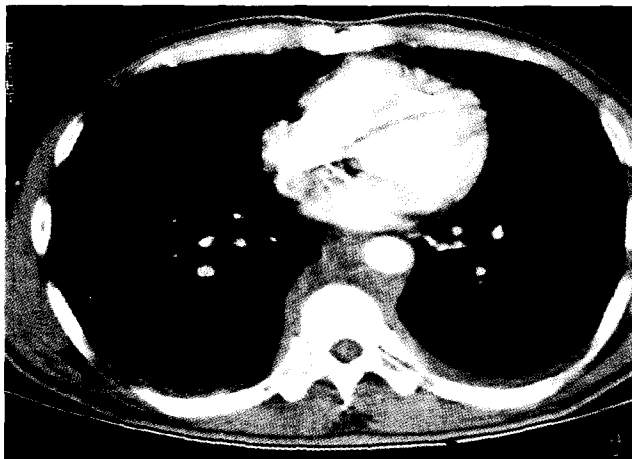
Chest CT demonstrate non calcified soft-tissue mass at posterior mediastinum. (The mass has soft tissue density which located around descending aorta and thoracic spine.)
